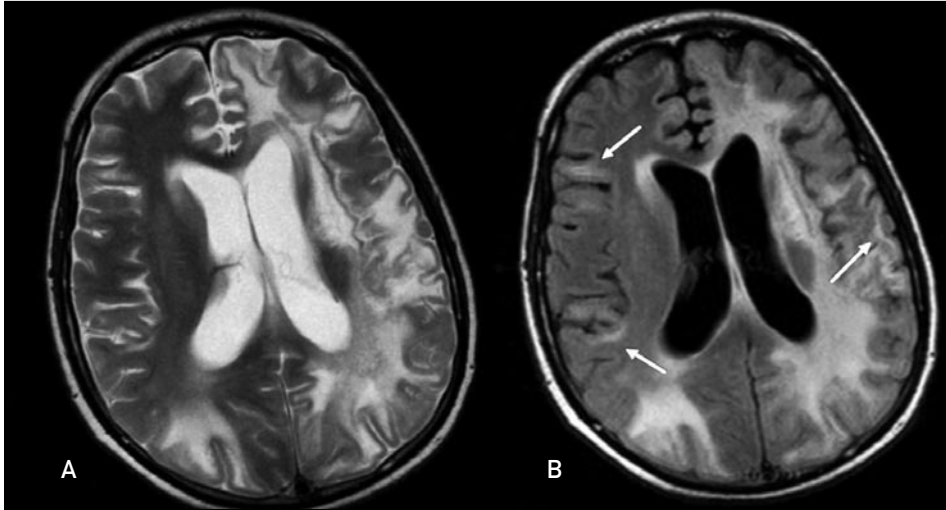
Leucoencefalopatía multifocal progresiva en paciente con VIH. A: RM axial potenciada en T2 en la que se demuestra una afectación mal definida de la sustancia blanca de ambos hemisferios cerebrales y atrofia cerebral. B: Imagen axial FLAIR en la que se demuestra con mayor detalle la afectación de la sustancia blanca subcortical (flechas).
